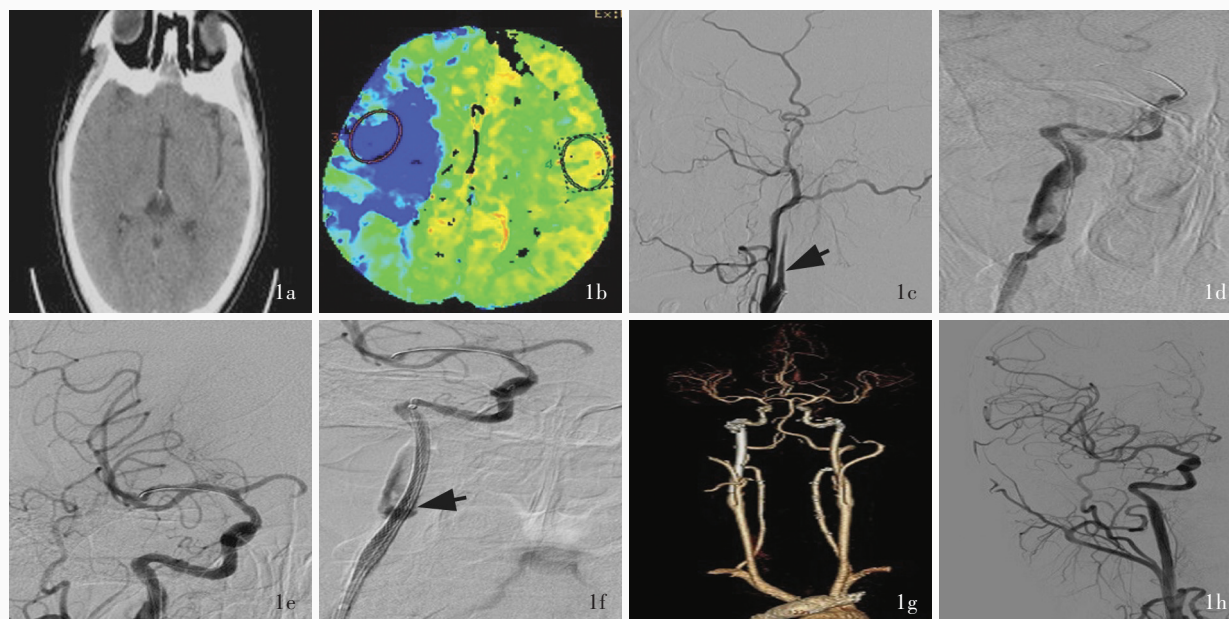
手术前后头部影像学检查所见 1a 术前横断面CT未见颅内出血 1b 术前CTP显示右大脑中动脉供血区明显低灌注(蓝色区域所示) 1c 术前DSA显示,右颈内动脉起始部闭塞(箭头所示),远端血管及右大脑中动脉未见显影 1d DSA显示,颈内动脉起始部夹层,微导丝通过病变 1e DSA显示,抽吸取栓后右大脑中动脉血流通畅 1f DSA显示,右颈内动脉颈段植入支架(箭头所示),前向血流通畅 1g 术后第2天复查CTA显示,右颈内动脉前向血流通畅 1h 术后3个月复查DSA显示,右颈内动脉前向血流通畅
